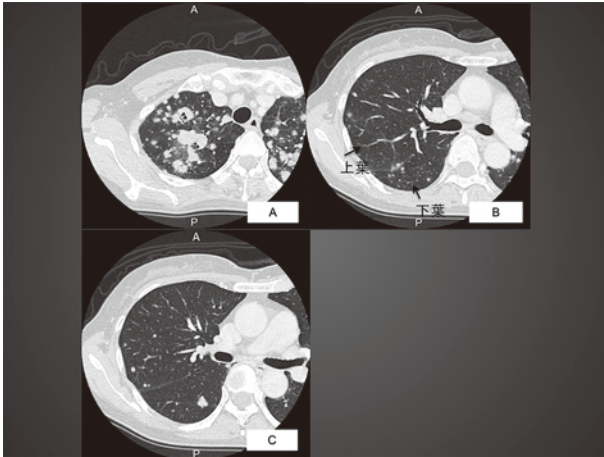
A: CTでは上葉有意の多発結節影を認め、一部ですがAir bronchogramを認める部分もあります。結節内部には明らかな空洞形成や壊死は認めない。B、C: 上下葉にも軽度病変を認めた。
